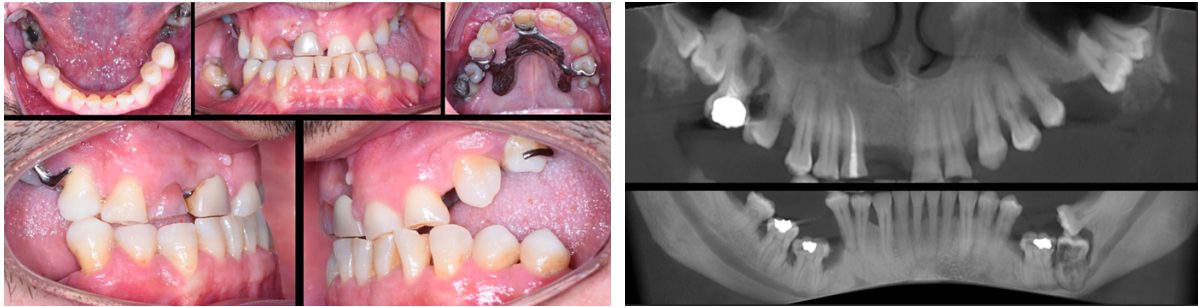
DPE chez un patient de 40 ans : photographies intraorales et radiographie panoramique reconstituée à partir d'un CBCT. Présence de lésions carieuses et parodontales associées, ainsi que des résorptions, des calcifications intra pulpaire et des zones d'ankylose (Wagner et al., 2023).
